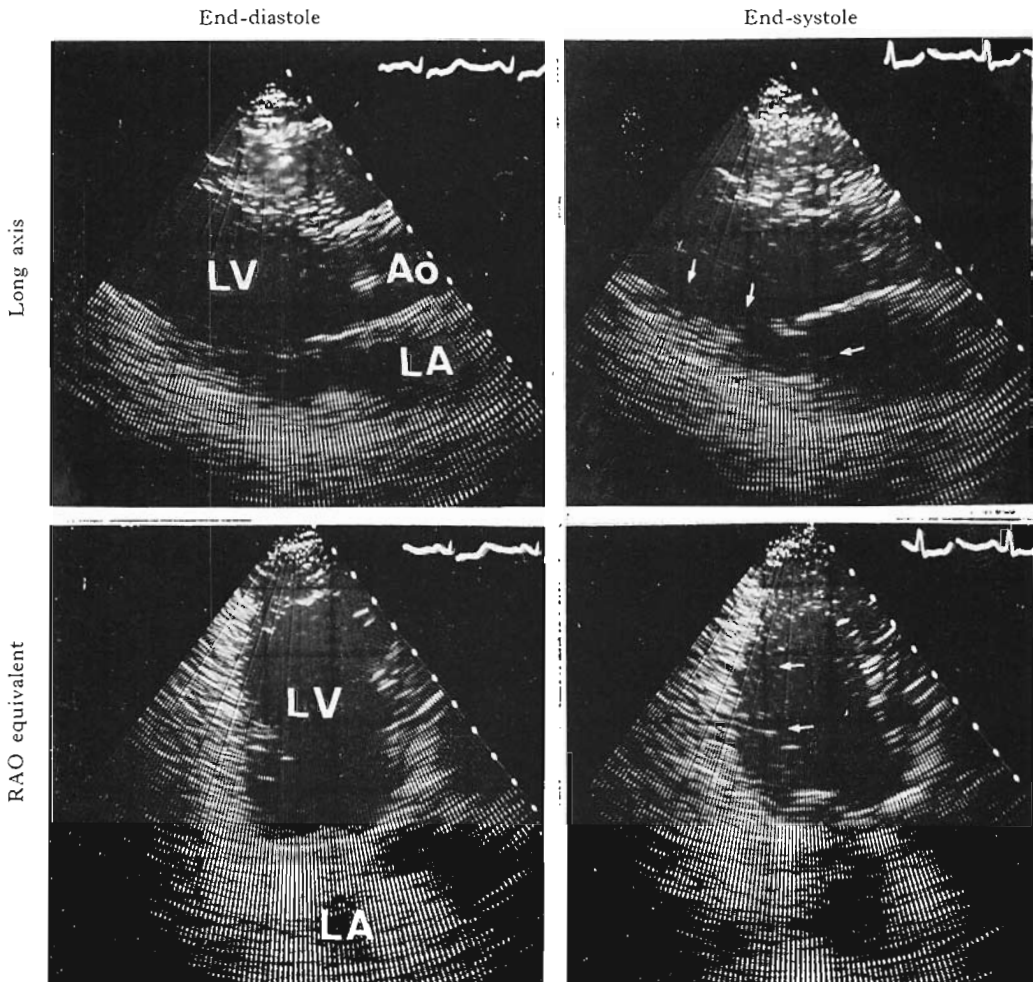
Cross-sectional echocardiograms of the same patient as Fig. 3.
